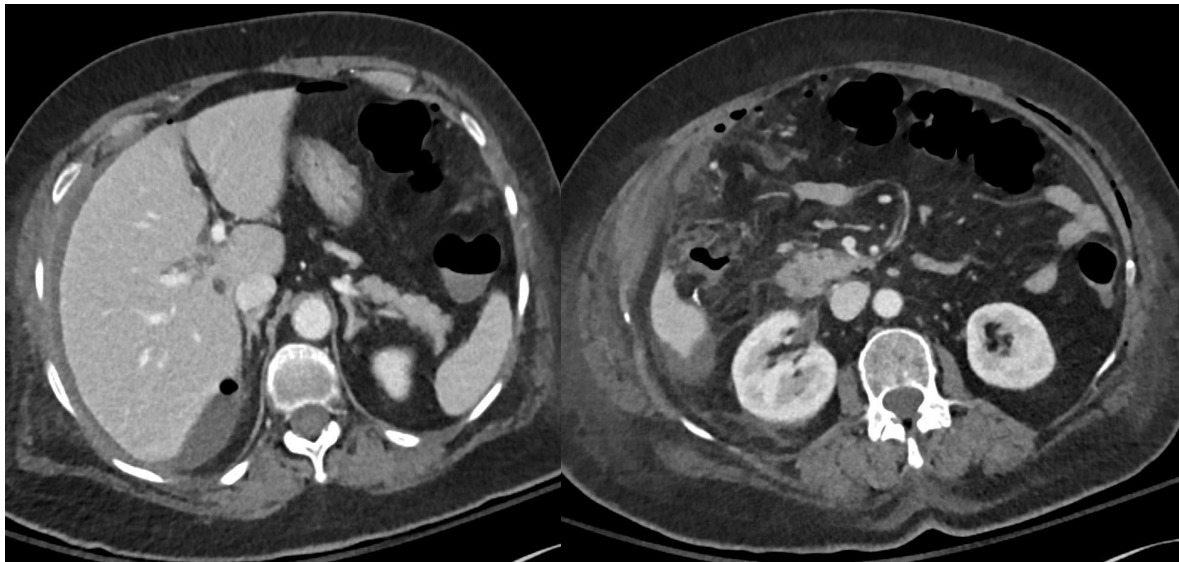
TC abdominal en contraste EV en fase portal realizado 1 día después de una hemicolectomía derecha por ADK. Leve/moderada cantidad de neumoperitoneo
